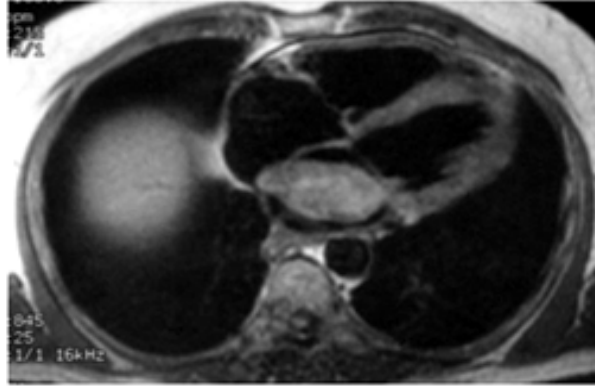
RMN. Mixoma auricular izquierdo.
